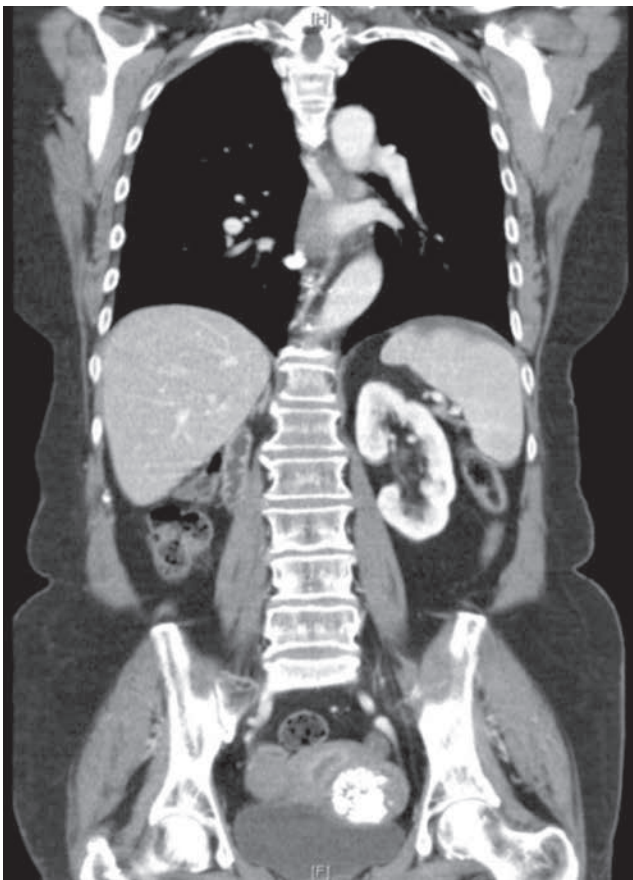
TC abdomen superior y pelvis postcirugía sin y con contraste: Hígado morfología y ecoestructura normal, dos quistes el mayor de 15 mm. Bazo, glándulas suprarrenales, páncreas, riñón izquierdo, estructuras óseas y aorta abdominal normales. Ausencia de riñón derecho. No adenopatías locorregionales.
